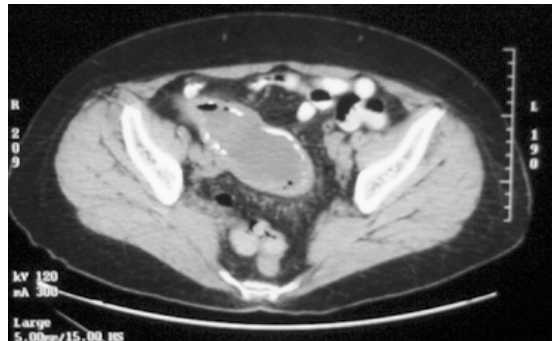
TAC de abdomen y pelvis que muestra imagen característica de quiste con pared calcificada con material de baja densidad en su interior en la zona del apéndice.
